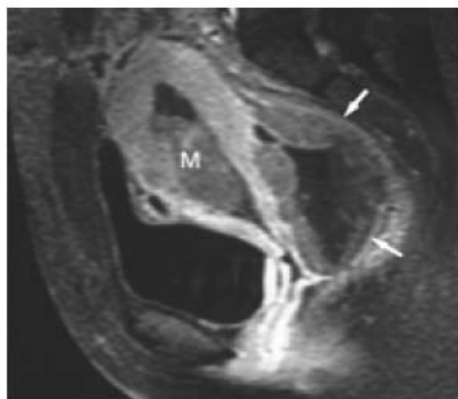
coupe sagittale d'IRM en T1
